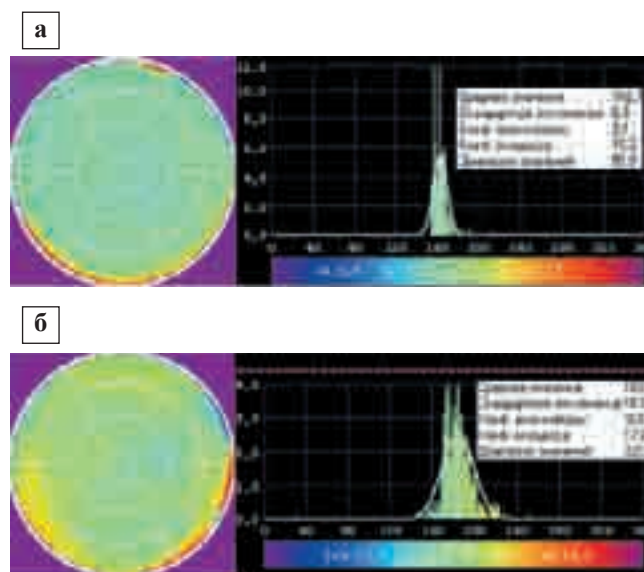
Результаты томосцинтиграфии больной С. от 22.08.08 г. (а) и от 29.01.09 г. (б): слева – карта фазового изображения ЛЖ, справа – гистограмма. Видно значительное расширение патологической асинхронии на сцинтиграмме от 29.01.09 г.
